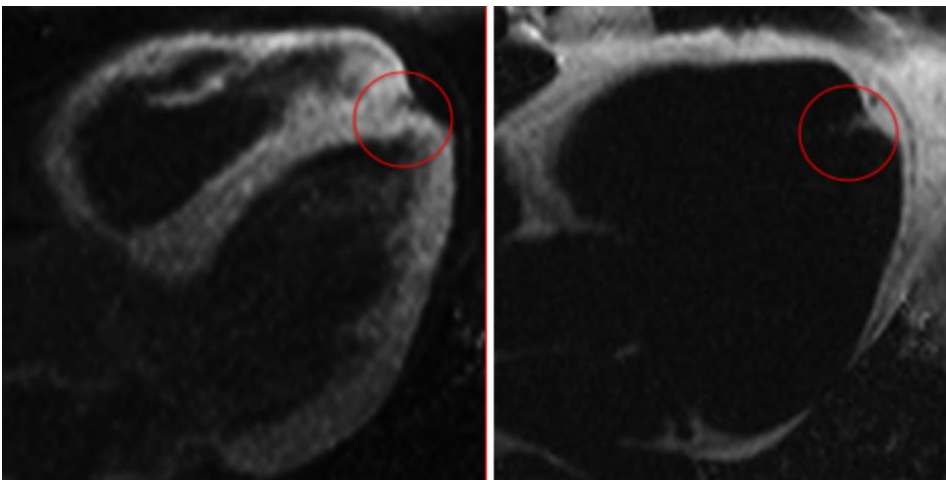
FSHD-1 Patient mit normaler LV-Funktion. Myokarddifferenzierung mittels Kardio-MRT. Darstellung der Fettinfiltrationen mittels Fett/Wasser Sequenz. Links Dreikammerblick-Wasser. Rechtes Dreikammerblick-Fett.
